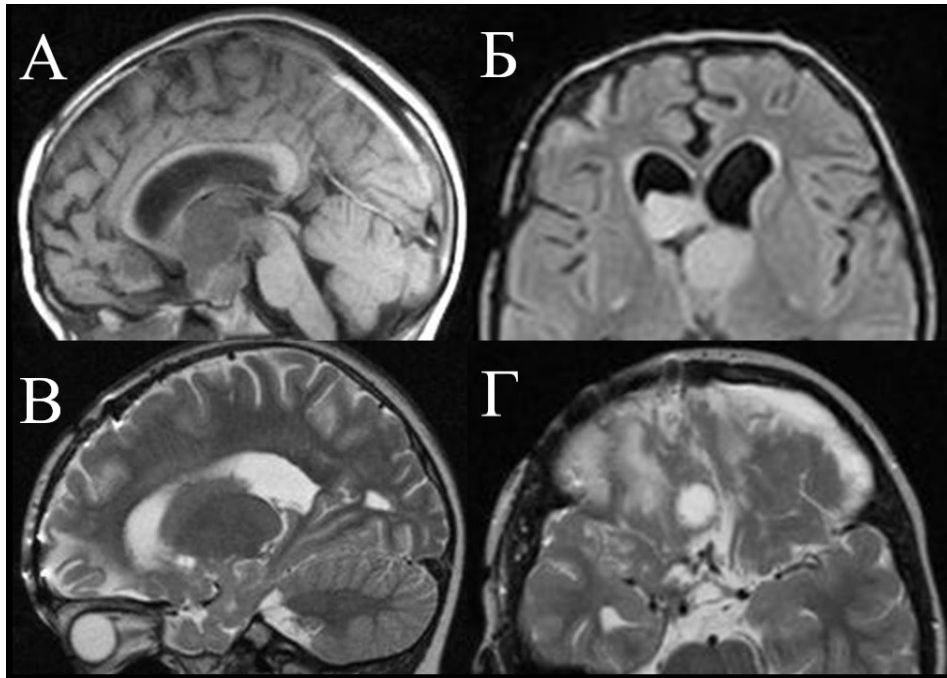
А и Б – исходные изображения МРТ мальчика 7 лет, оперированного по поводу гигантской краниофарингиомы, вызывавшей окклюзионную гидроцефалию. На контрольных МРТ (В и Г) изменение сигнала в базальных отделах правой лобной доли со стороны доступа, заметная рубцовая деформация тканей над областью краниотомии
